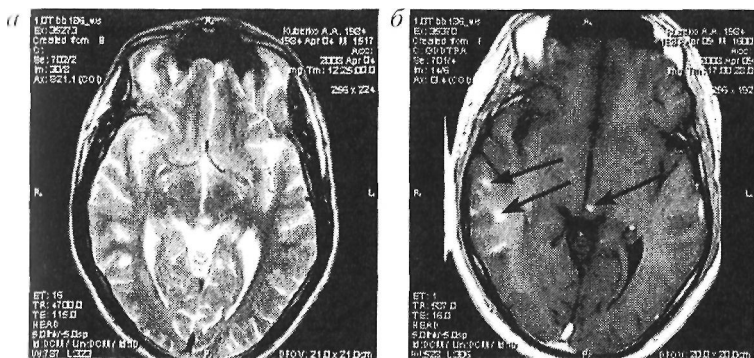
МРТ головного мозга при ИЦВ: а- в правой височной области определяются гиперинтенсивные в T_{2w} очаги от 15 до 29 мм в диаметре. Назальные цистерны, желудочки мозга, кортикальные борозды не расширены; б - контрастное усиление этого же больного: интенсивность очагов значительно повысилась. В правой височной области определяются множественные очаги от 3 до 29 мм в диаметре и проекции четверохолмия слева
